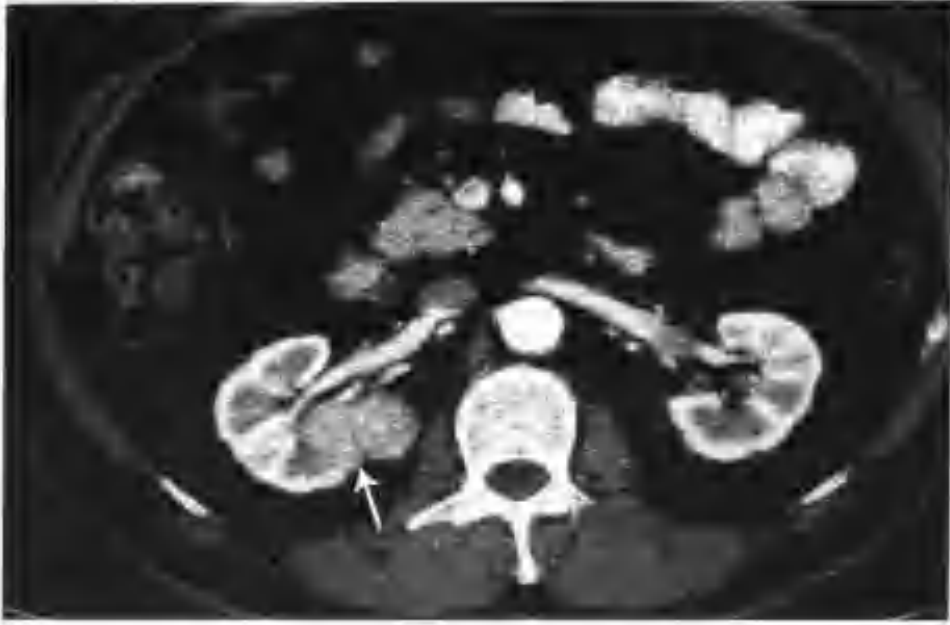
与图3-1-60为同一病例，增强扫描肾皮质期肿块较均匀明显强化（箭头），CT值135~149HU，有分叶，内见较多小血管影
